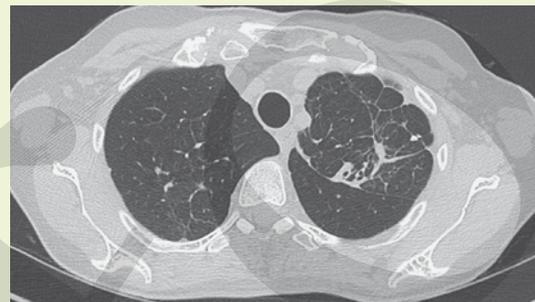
CT Thorax nach Therapie
